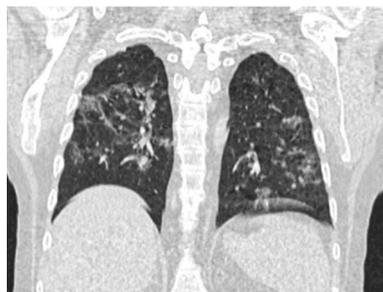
TAC con lesiones típicas por SARS-CoV-2.
